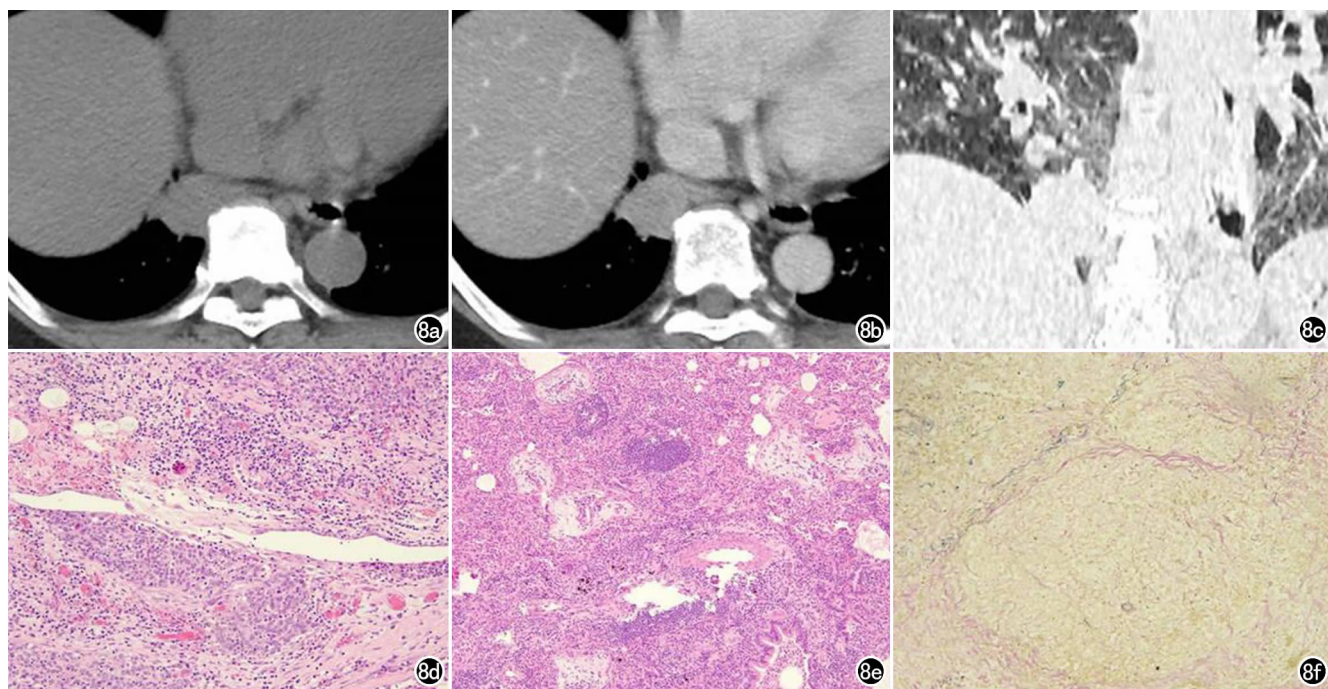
女,66岁偶有咳嗽,少量白色粘液痰,无胸闷胸痛。a)MSCT 图像示右下肺纵隔旁近胸膜处等密度结节,密度较均匀,平扫 CT 值约 39.8 HU;b)增强扫描可见中度强化,CT 值约 70.5 HU;c)病灶边缘可见少许“晕征”;d)镜下肿瘤细胞呈巢片状生长,细胞核呈空泡状,胞界不清,间质内见较多淋巴细胞、浆细胞浸润,未见脉管内癌栓及神经纤维侵犯,肿瘤紧邻胸膜(HE,×400);e)病灶周围肺组织可见较多的淋巴细胞及浆细胞环绕(HE,×100);f)免疫组化示 CK(+),P40(+),TTF-1(小灶+),原位杂交示 EBER(+),特殊染色示弹力纤维染色显示癌组织侵犯局灶脏层胸膜(×400)。
